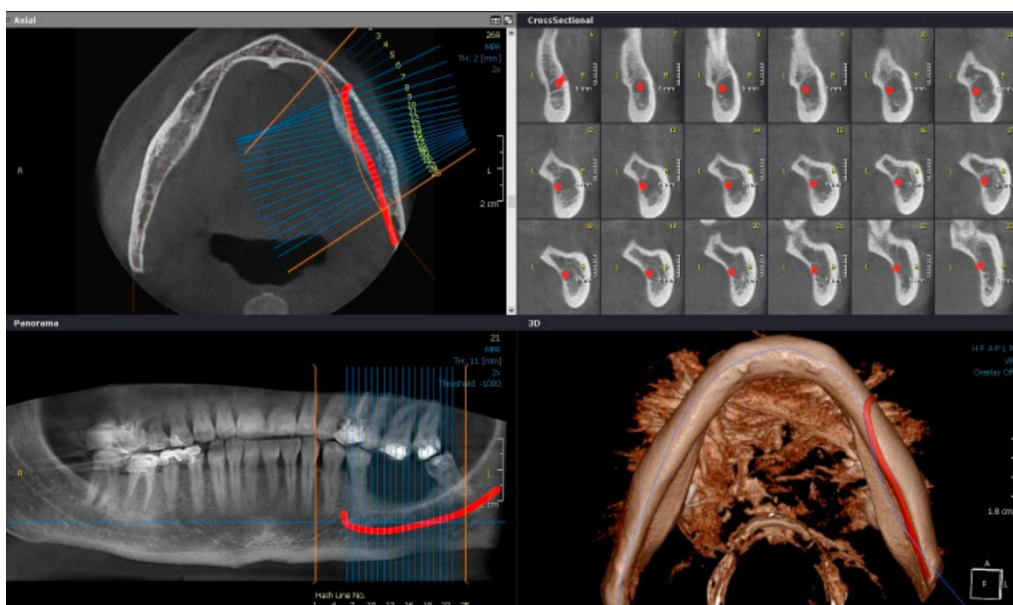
CBCT preoperatoria realizada por Sharifi⁽¹⁷⁾ en un caso de trayecto del nervio dentario inferior lingualizado
